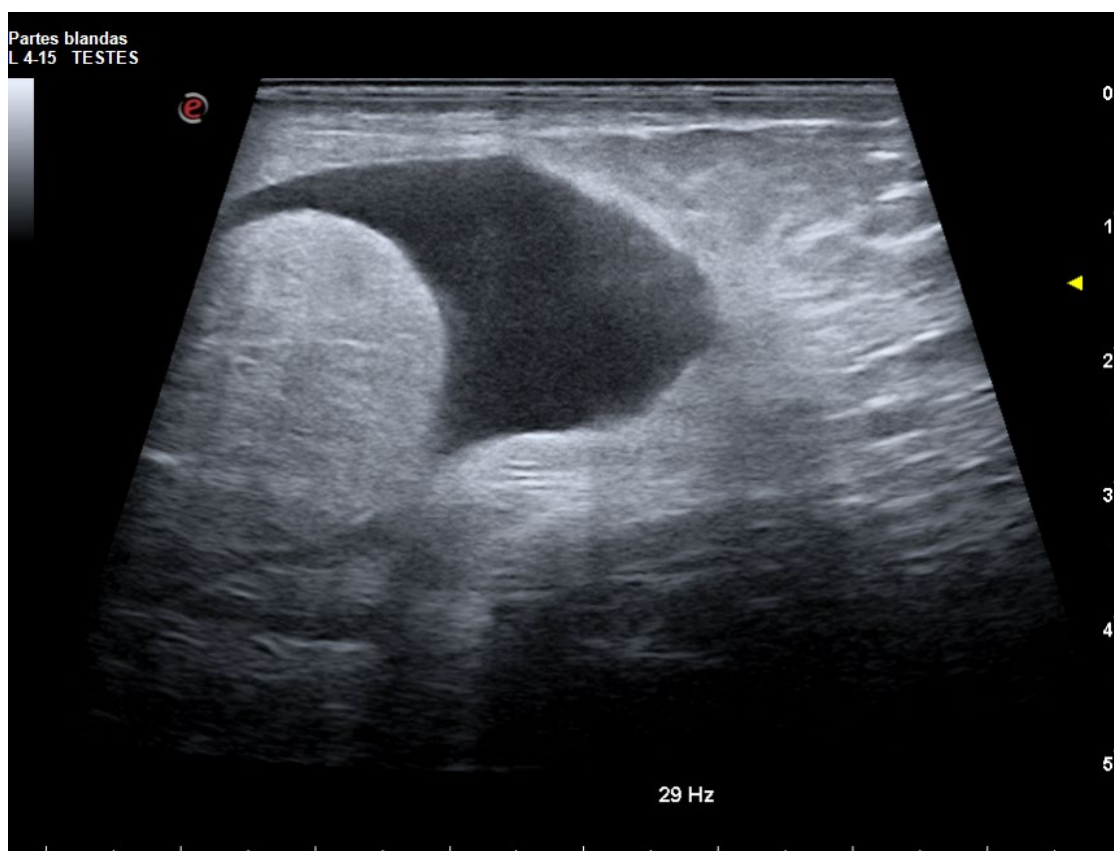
Figura número 9. Ecografía testicular tras reducción manual de la hernia.
